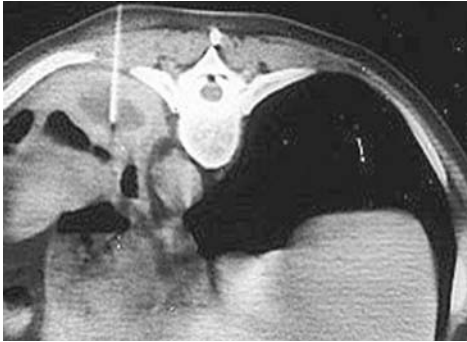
Punción-aspiración mediante TAC de absceso pulmonar.
